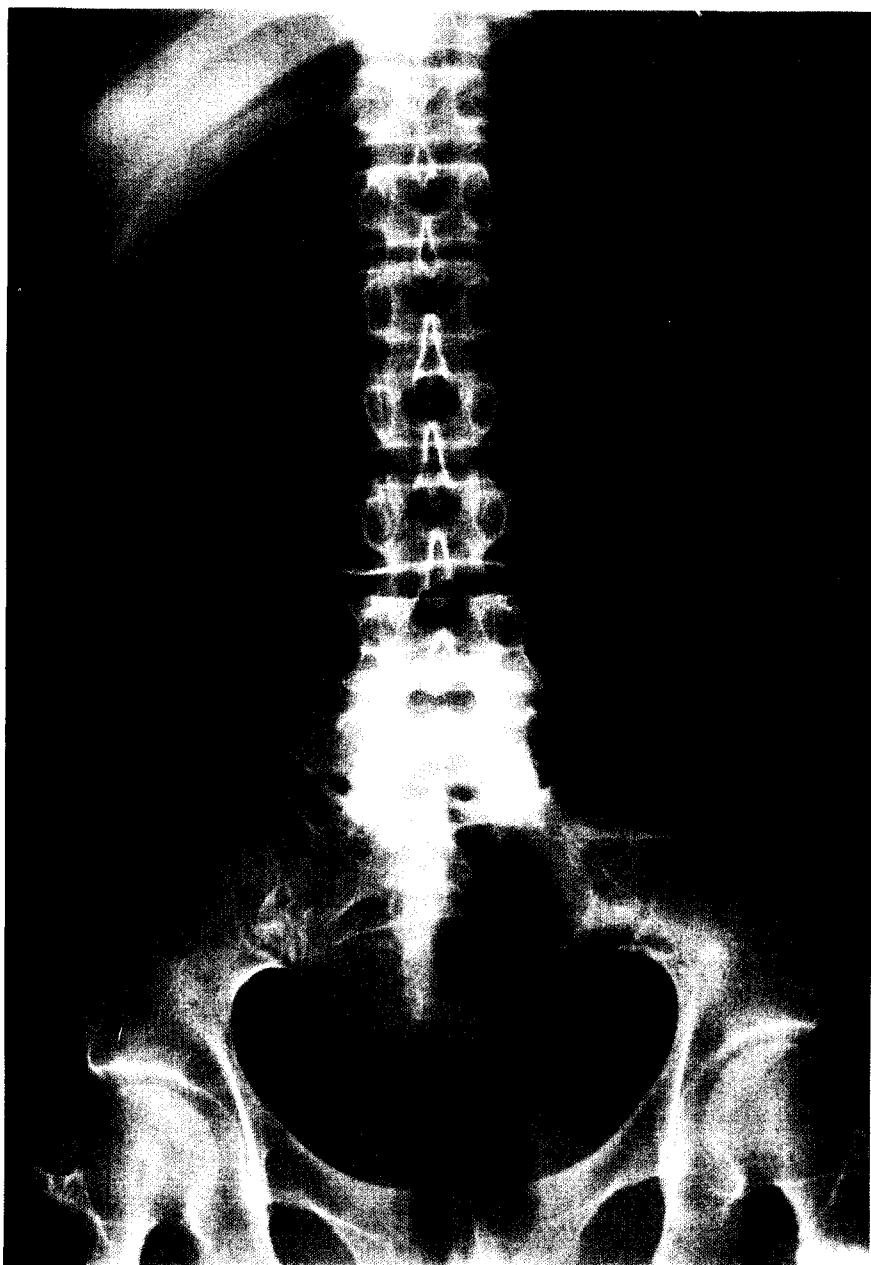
Case 2. Supine radiograph of the abdomen demonstrates distended stomach with air
